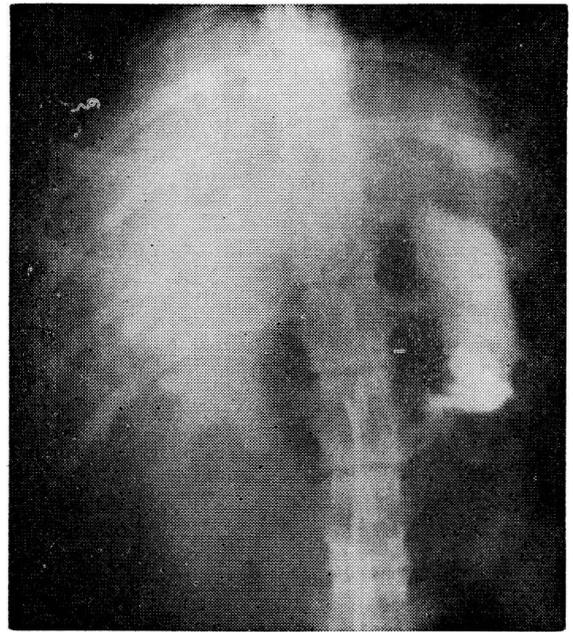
Radiografía tomada luego de completar la inyección de la sustancia de contraste. Se aprecia el estómago relleno por el contraste extravasado.
